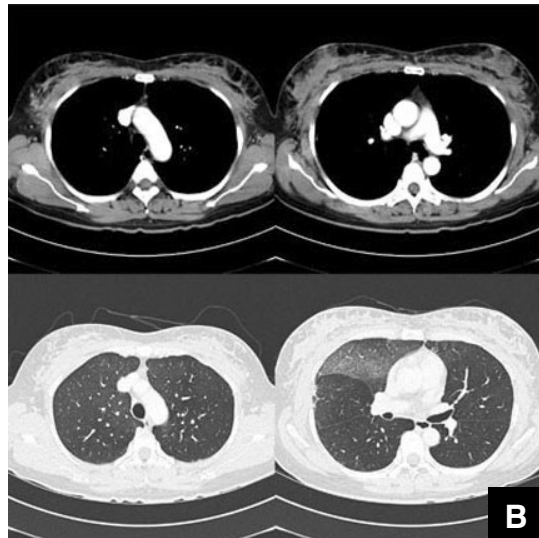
(A) Chest X-ray : Markedly improved consolidation in both lung periphery was seen on 13th day after admission. (B) Chest computed tomographic (CT) scan : Previous noted consolidation and ground glass opacity lesions are nearly subsided, but minimal patchy consolidation and somewhat residual ground glass opacities are also visualized in right middle lobe lateral segment and right upper lobe anterior segment and left upper lobe anterior segment on 13th day after admission.
